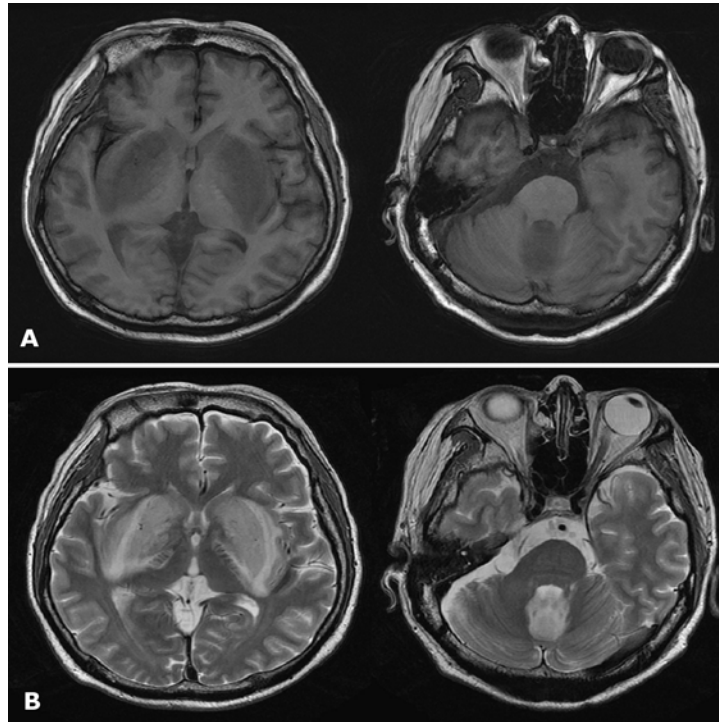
MR image (A) T1-weighted image shows hypointensity over the bilateral basal ganglia and inferior vermis of cerebellum. (B) T2-weighted image shows hyperintensity over the same regions and peri-basal ganglia brain edema.
